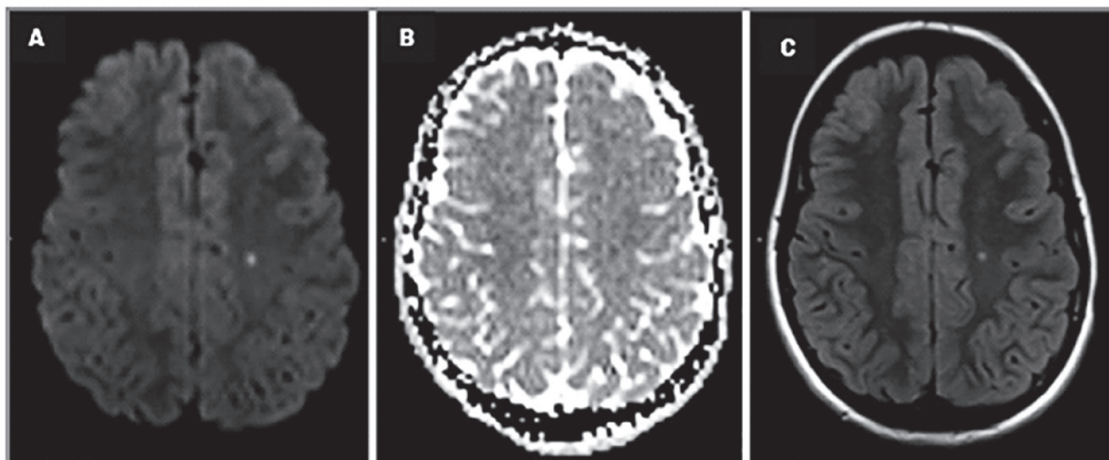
Resonancia de cerebro axial DWI (A) ADC (B) FLAIR (C) muestra imagen puntiforme hiperintensa en difusión en corona radiata izquierda con caída en mapa de ADC e hiperintensidad en FLAIR
